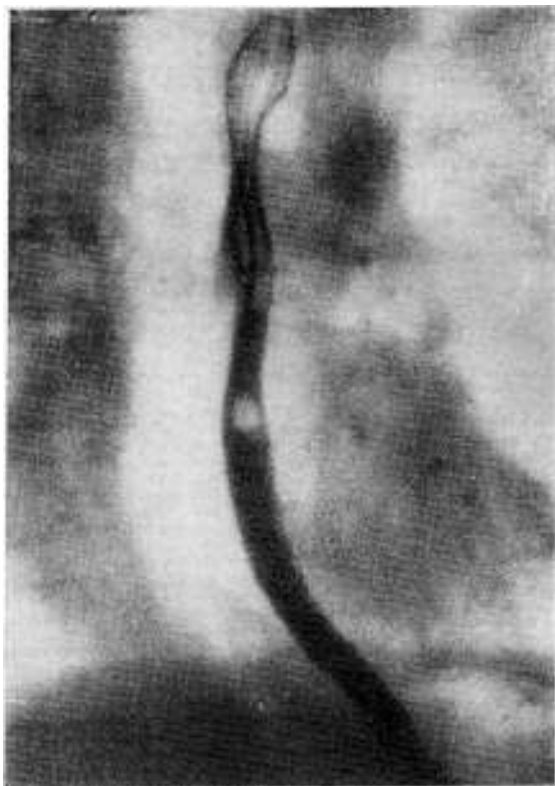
Radiografía de esófago. Tránsito esofágico normal. No se ve estrechez alguna.
